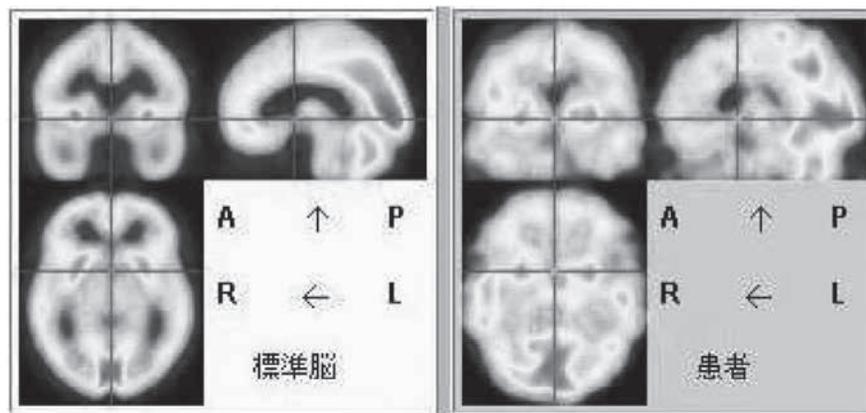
解剖学的標準化作業。ソフトウェア上で通常の SPECT 画像を標準脳に変換する作業で、大きさ、傾き、歪みなどを補正します。
